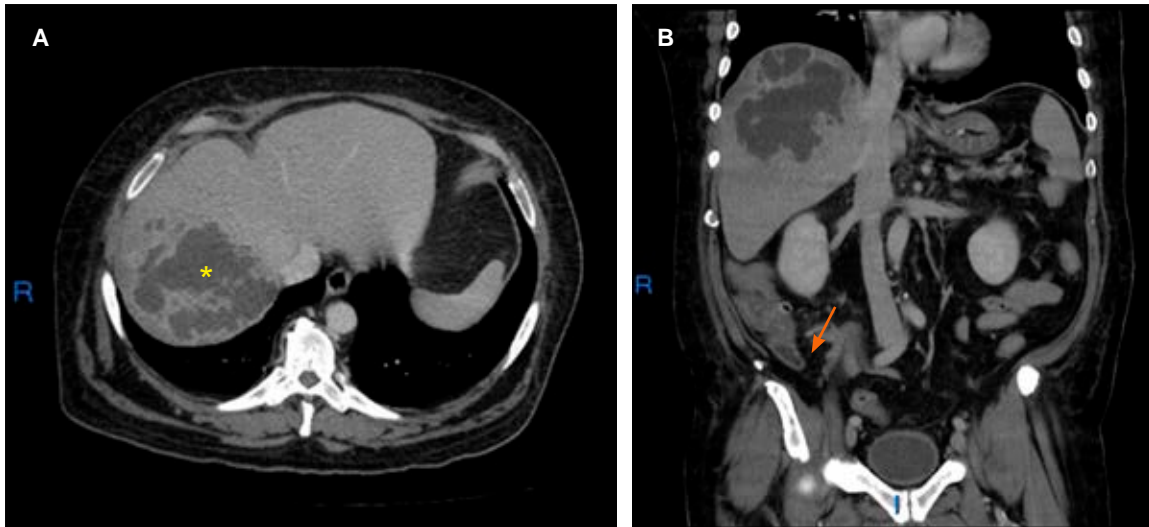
A) Tomografía contrastada en plano axial en donde se identifica, en segmentos VI y VIII hepáticos, imágenes confluentes con realce periférico en relación a absceso piógeno en fase subaguda (marcados con *). B) Tomografía contrastada en plano coronal en donde se observa, a nivel de muñón apendicular, aumento de su calibre de hasta 8 mm asociado a edema de la grasa mesentérica adyacente (marcado con flecha).
